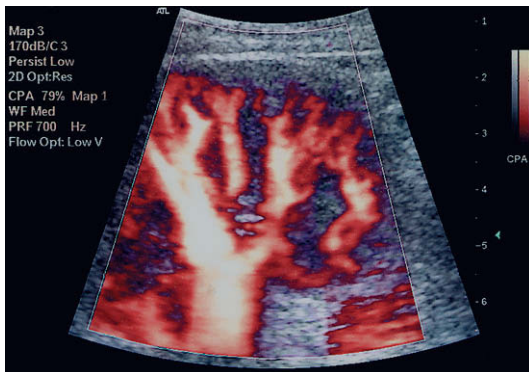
Imagen de Doppler color y energía demostrando la perfusión del parénquima renal.
